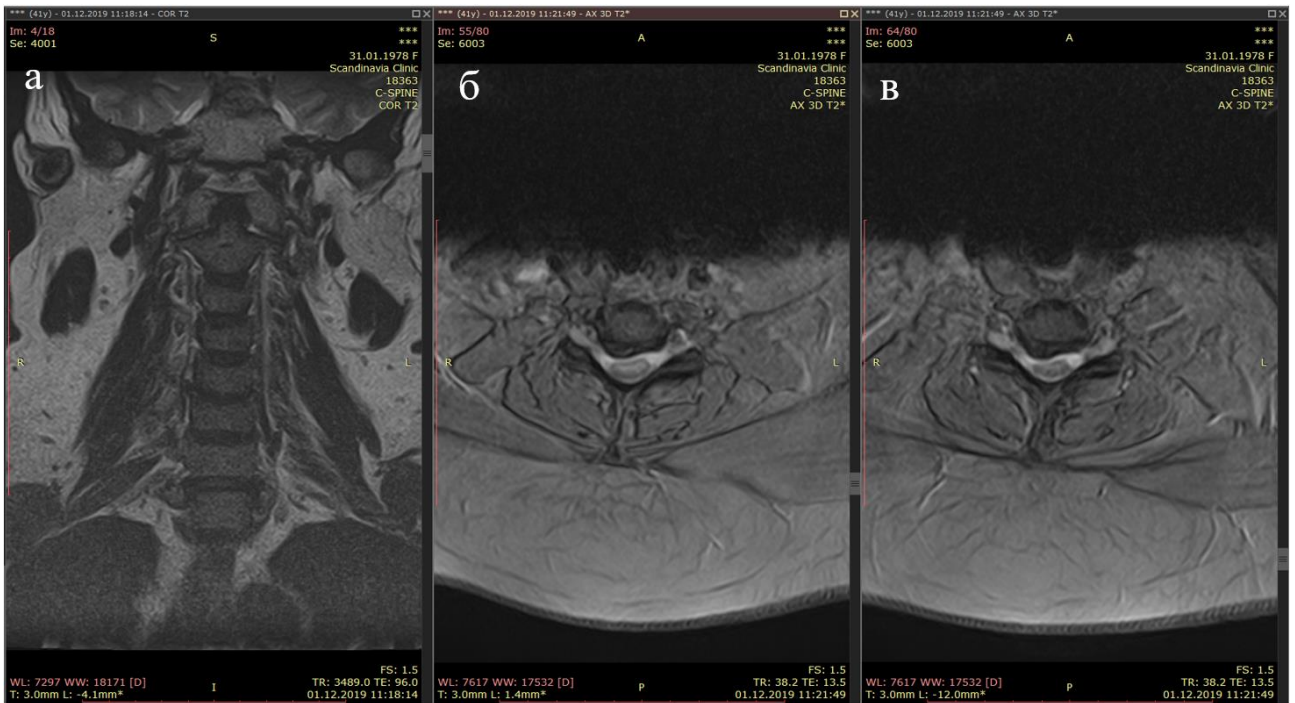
МРТ шейного отдела позвоночника пациентки У., Т2-режим (а – коронарный срез, б – аксиальный срез на уровне С5-С6, в – аксиальный срез на уровне С6-С7)
